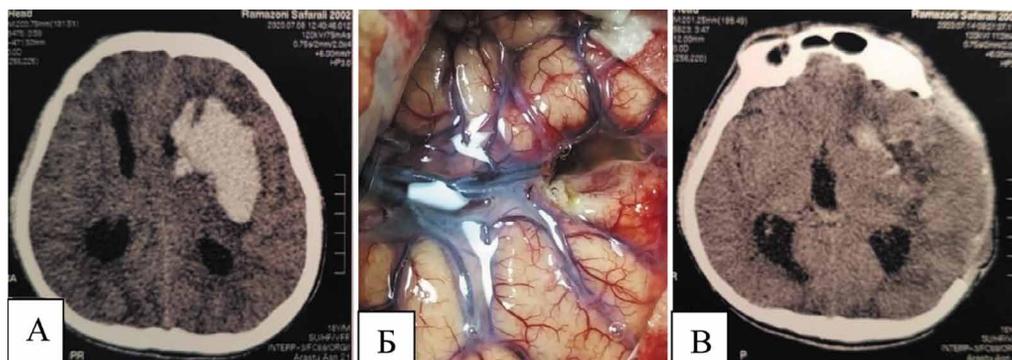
КТ головного мозга; А — обширная гематома базального ядра, лобно-островковая локализация (объем 100 см³), Б — интраоперационное фото (микрохирургическое удаление с использованием трансильвиевого доступа), В — КТ после операции, гематома удалена.
